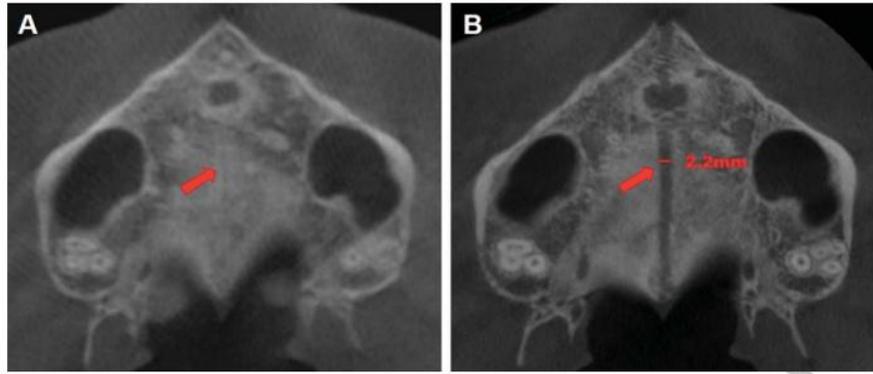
CBCT representando a SPM antes e 3 meses depois do tratamento com MARPE (Imagem retirada de Fang Yi et al., 2020, Changes of the upper airway and bone in micro-implant-assisted rapid palatal expansion: A cone-beam computed tomography (CBCT) study).
